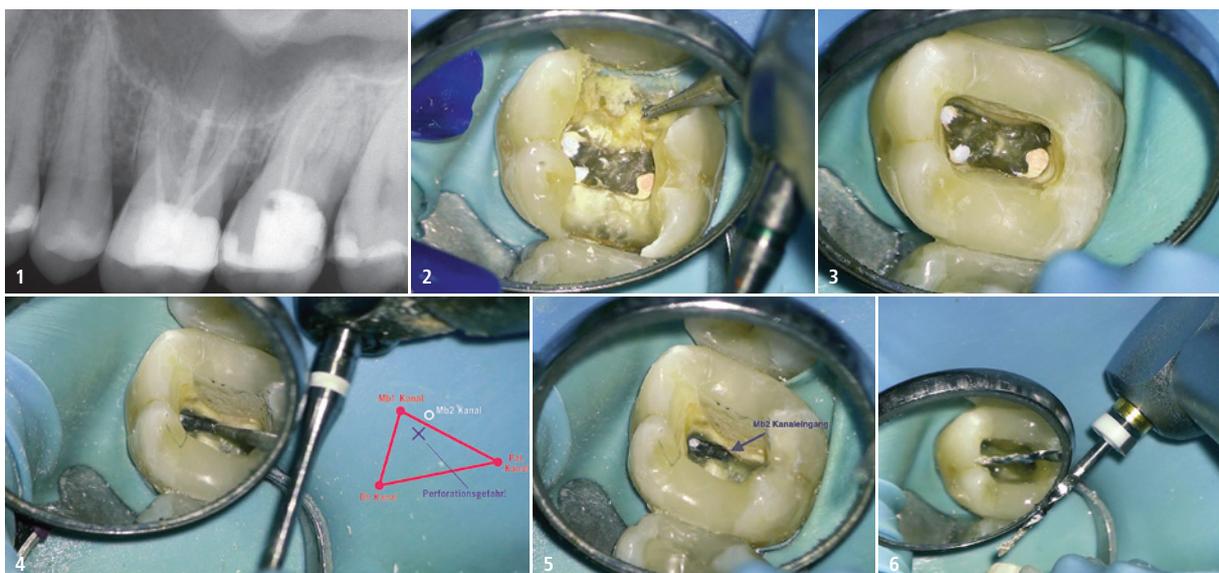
Röntgenaufnahme der Ausgangssituation. – Abb. 2: Entfernung der alten Füllung und Karies. – Abb. 3: Zahnversorgung mit einer adhäsiv befestigten Kompositfüllung. – Abb. 4: Lokalisation der Wurzelkanäle mit einem feinen überlangen Rosenbohrer. – Abb. 5: Der weißliche mb2-Kanaleingang hebt sich vom dunkleren Pulpenboden ab. – Abb. 6: Entfernung der koronalen Guttapercha mit einer Revisionsfeile.
